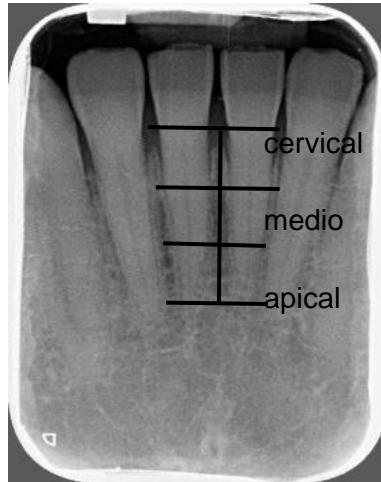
Ejemplo de la división de la raíz dental en tercios de radiografía periapical.¹⁸
